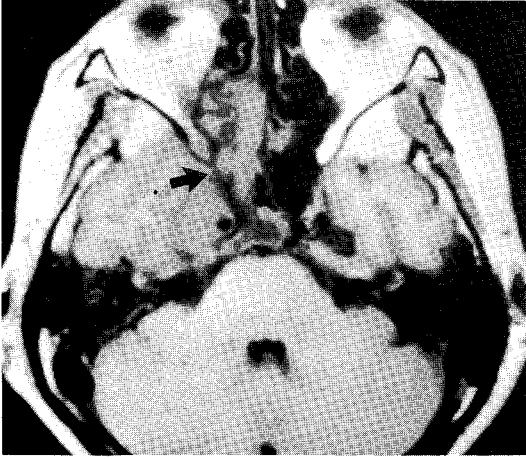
Cavernous sinus invasion. Pre-contrast T1-weighted axial image at the level of the cavernous sinus shows a mass in the right cavernous sinus. Normal fat plane of the right orbital fissure(arrow) is obliterated suggesting an infiltration by the nasopharynx cancer.
